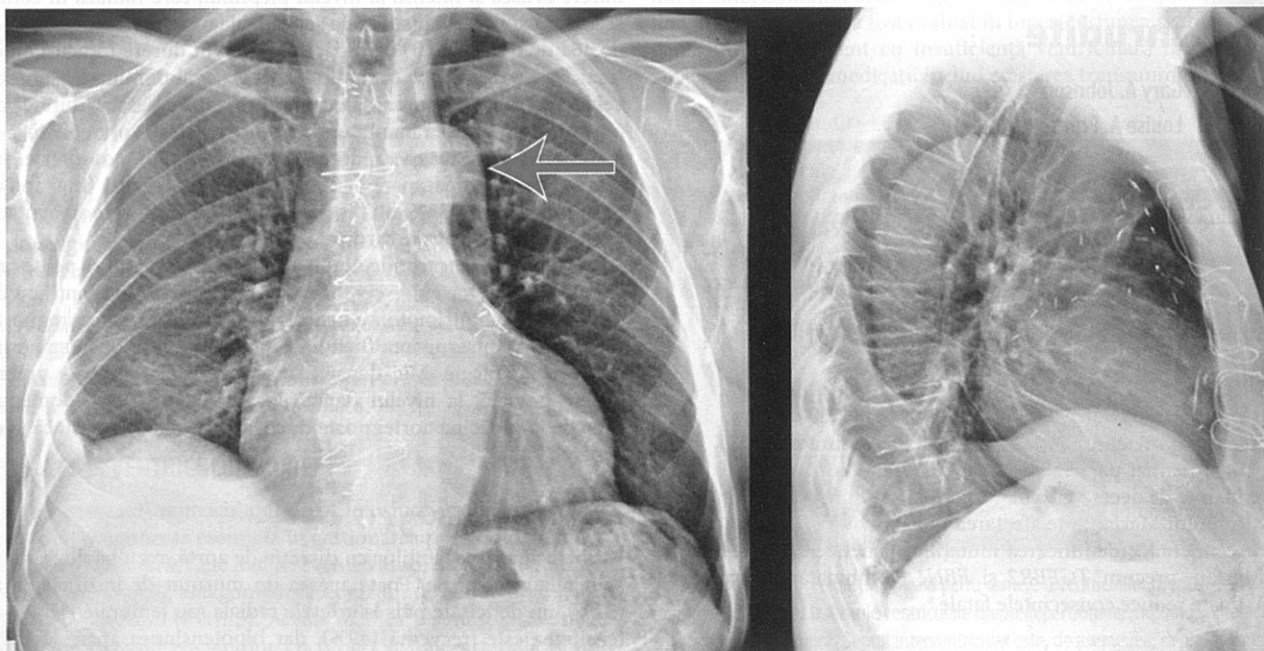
Contur aortic anormal pe radiografia toracică. Radiografie toracică, în incidență antero-posterioară și laterală, la un pacient cu disecție aortică de tip B, care evidențiază un contur anormal (săgeata). Este prezentă o colecție pleurală dreaptă, se observă și multiple clipuri și fire postoperator.
